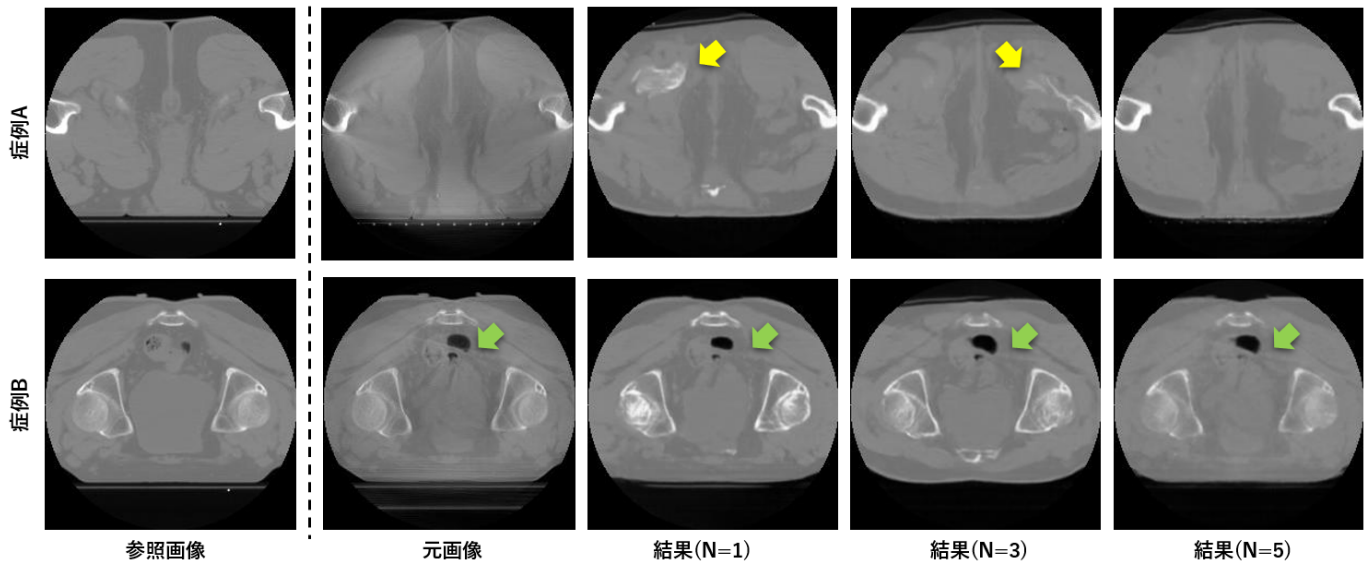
入力スライス枚数 N を変えた時の CBCT 画像 2 例の変換結果
